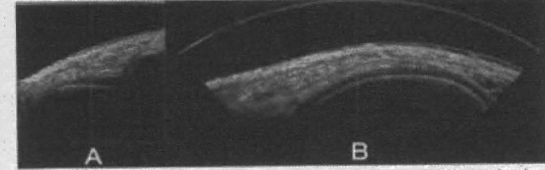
プローブの動きと画像の配列 (A:撮像超音波画像, B:三次元再構成によって得られた関節軟骨側面画像)
